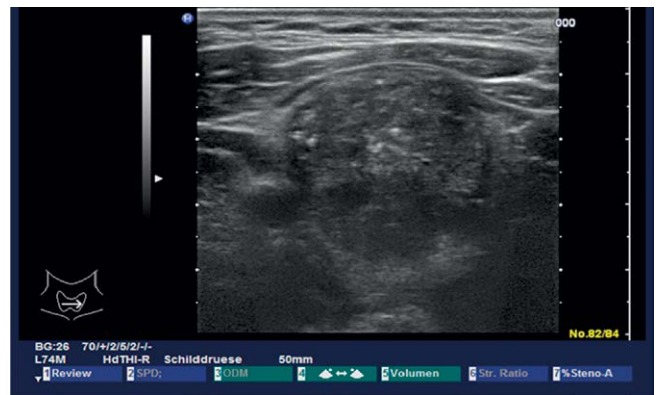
B-Bild-Sonografie des rechten SD-Lappens mit Nachweis des 3 × 2,8 cm messenden Knotens mit Mikroverkalkungen.
